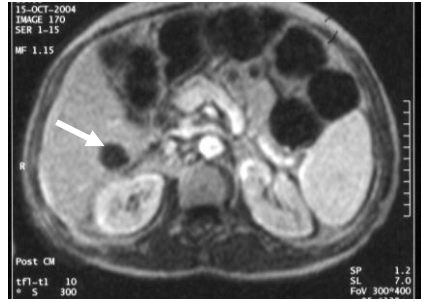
(devamı): Olgu 8. Ateş ve karın ağrısı şikayeti ile başvuran 52 yaşında erkek hastada, yapılan US ve BT tetkiklerinde karaciğer sağ lobda yer kaplayan oluşum saptandı. (A)- Kontrastsız aksiyel T1 FLASH görüntüde (172/5; flip angle 70°) lezyon heterojen hipointens karakterde izleniyor. (B)- Demiroksit kontrastlı aksiyel T1 FLASH görüntüde (172/5; flip angle 70°) lezyon heterojen ve karaciğere göre hipointens olarak izlenmektedir. (C)- Kontrastsız aksiyel T2 TSE sekansında (5000/90; flip angle 180°) lezyon heterojen ve orta derecede hiperintens olarak izleniyor. Lezyonun içerisinde belirgin hiperintens alanlar dikkati çekiyor. (D)- Demiroksit kontrastlı aksiyel T2 TSE sekansında (5000/90; flip angle 180°) lezyon heterojen ve hiperintens özellikle olup, kontrastsız görüntü ile karşılaştırıldığında kontrast tutulumu izlenmiyor. Gadolinyum kontrastlı dinamik aksiyel T1 GRE görüntülerde (11/4.2; flip angle 10°); (E)- Arteriyel fazda lezyonda belirgin bir kontrastlanma izlenmiyor. (F)- Portal faz görüntüde lezyonda çevresel hafif derecede kontrastlanan alanlar dikkati çekiyor. (G)- Denge fazında portal faza benzer boyanma paterni mevcuttur. (H)- Gadolinyum kontrastlı geç dönem (180. dakika) elde edilen aksiyel T1 FLASH görüntüde (172/5; flip angle 70°), lezyon çevresinde posterior kesimde daha belirgin olmak üzere boyanmada artış saptanıyor. Lezyonun MRG tetkiklerine göre tanısı olasılıkla malign olarak değerlendirildi. Opere olan hastada lezyonun patolojik tanısı amip absesi ile uyumludur.
